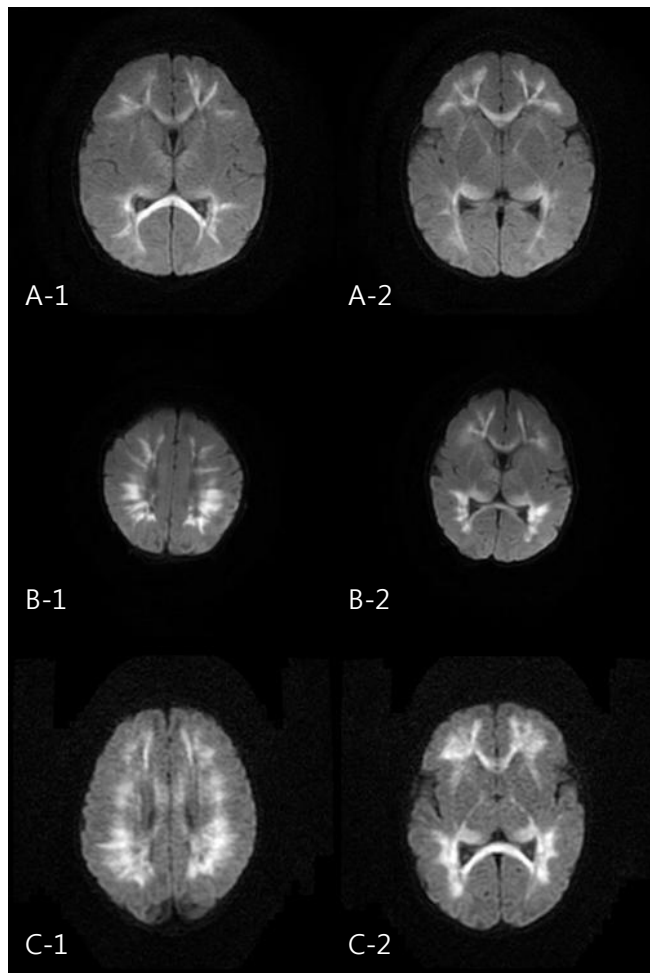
Diffusion-weighted images of the patients. Diffusion-weighted images of the 3 patients (A; patient 8, B; patient 9, C; patient 10) of the group of positive rotavirus and abnormal MRI. Note the high signals on deep white matter, corpus callosum and internal capsule.
